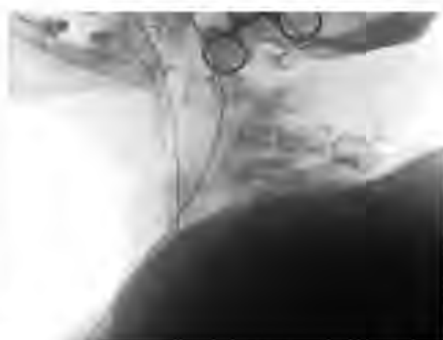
Intraoperatives Röntgen der Patientin aus Abbildung 16. Das letzte einsehbare Segment im seitlichen Strahlengang ist C4/5
